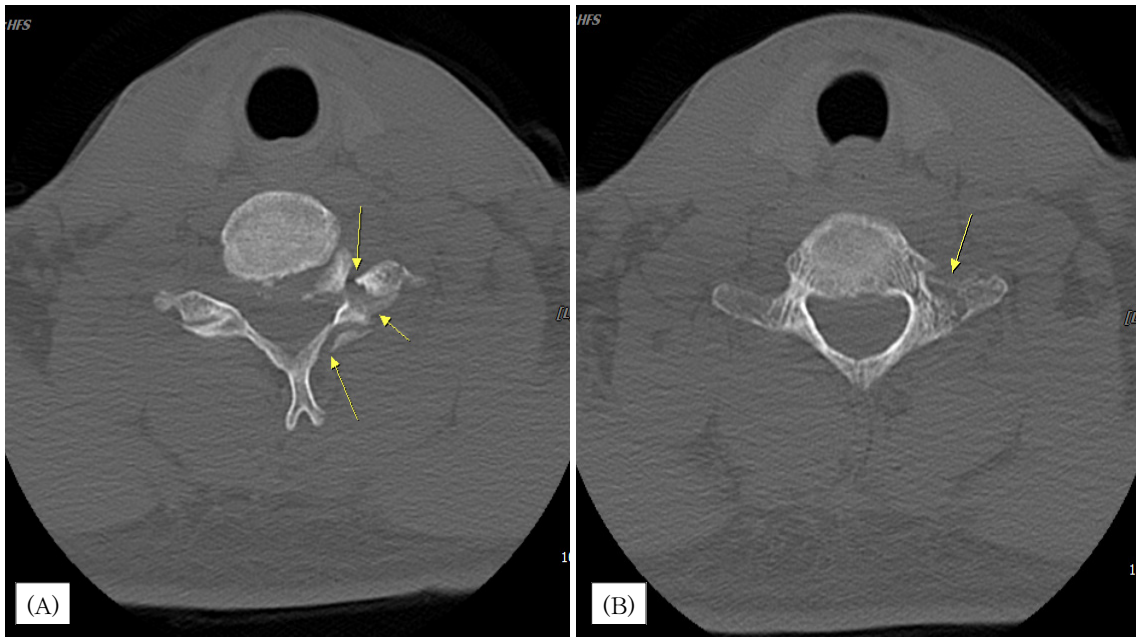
CT of cervical spine. (A) C6 Axial view, (B) C7 Axial view
